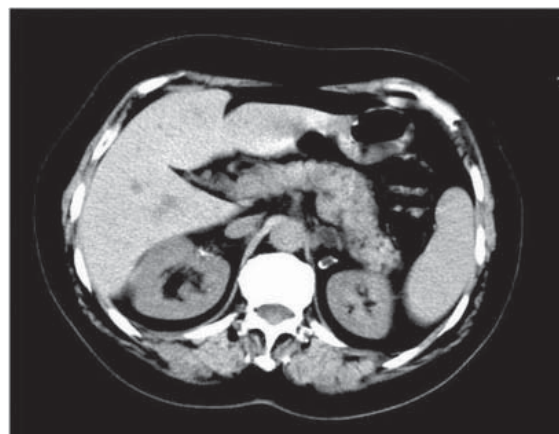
Pancreas normal 6 ani. Secțiune axială CT.
